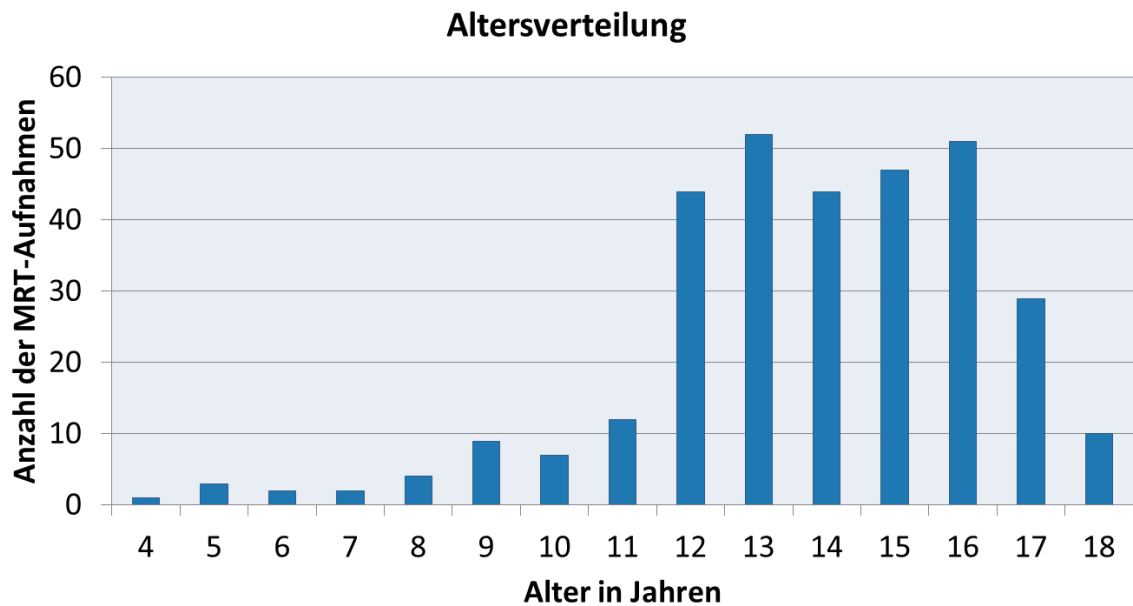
Altersverteilung der Studienpopulation: Von den 317 MRT-Untersuchungen wurde ein großer Anteil im Alter von 12 bis 16 Jahren durchgeführt. Besonders jüngere Lebensalter sind unterrepräsentiert. Das durchschnittliche Alter bei der Untersuchung lag bei 14,24 Jahren (eigene Darstellung).
